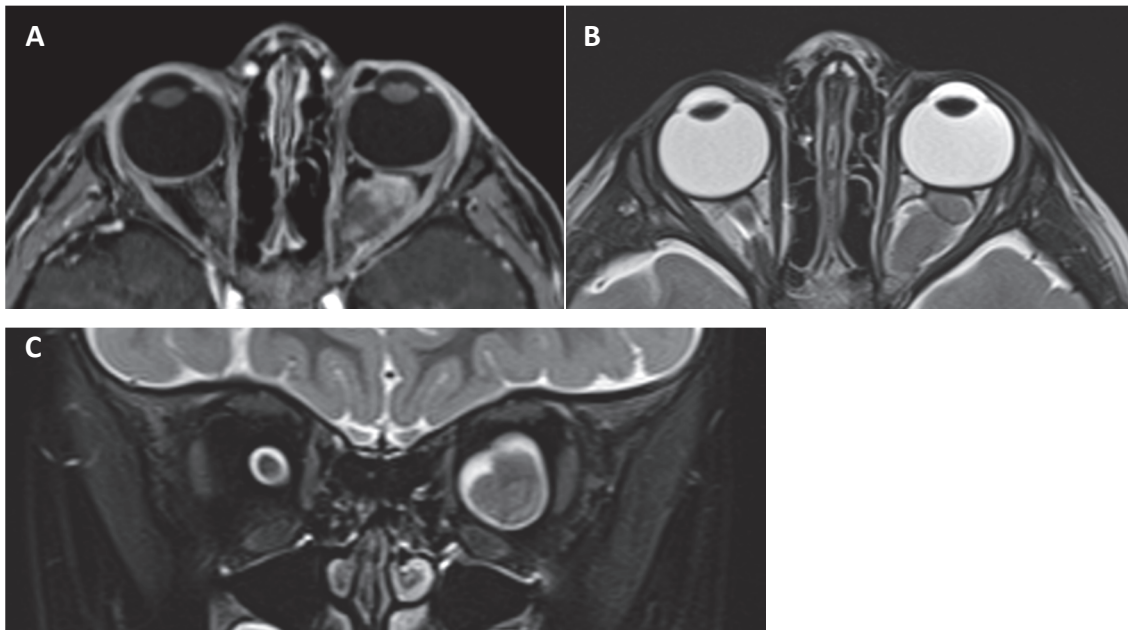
IRM orbitaire. A. Coupe axiale, T1 avec injection et suppression du signal de la graisse. B. Coupe axiale, T2. C. Coupe frontale, T2.
